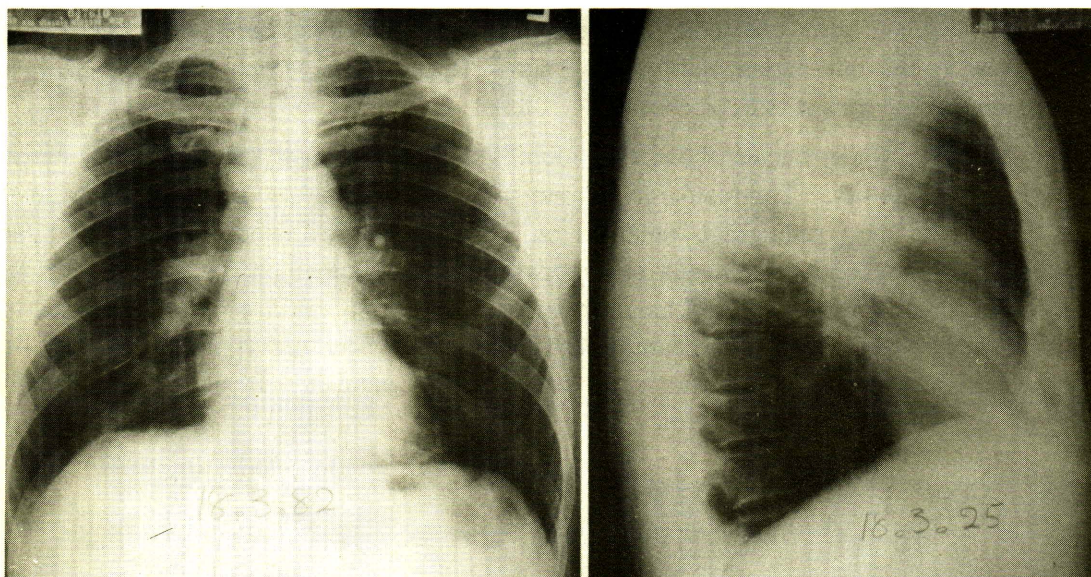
Chest radiographs (March 18) showing the lymph node lesions more clearly.
